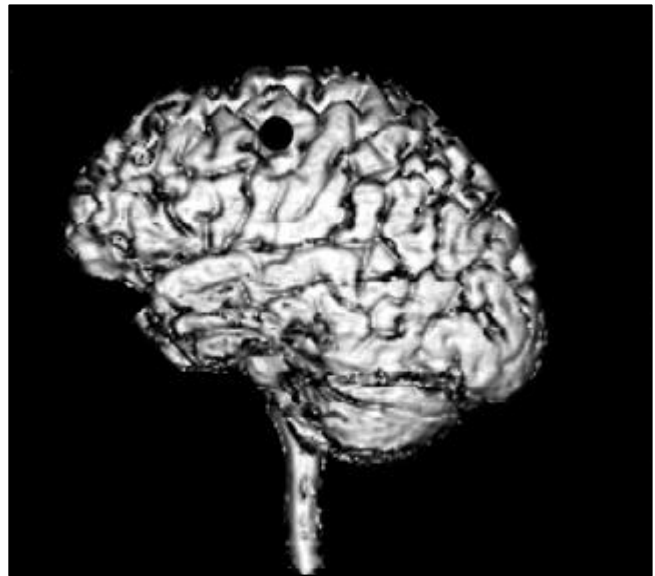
Reconstrucción de una vista lateral del encéfalo mediante resonancia magnética. El punto marcado en negro, situado alrededor de la intersección de zonas premotoras y prefrontales, corresponde aproximadamente al lugar en el que la EMT induce bloqueo del habla.
